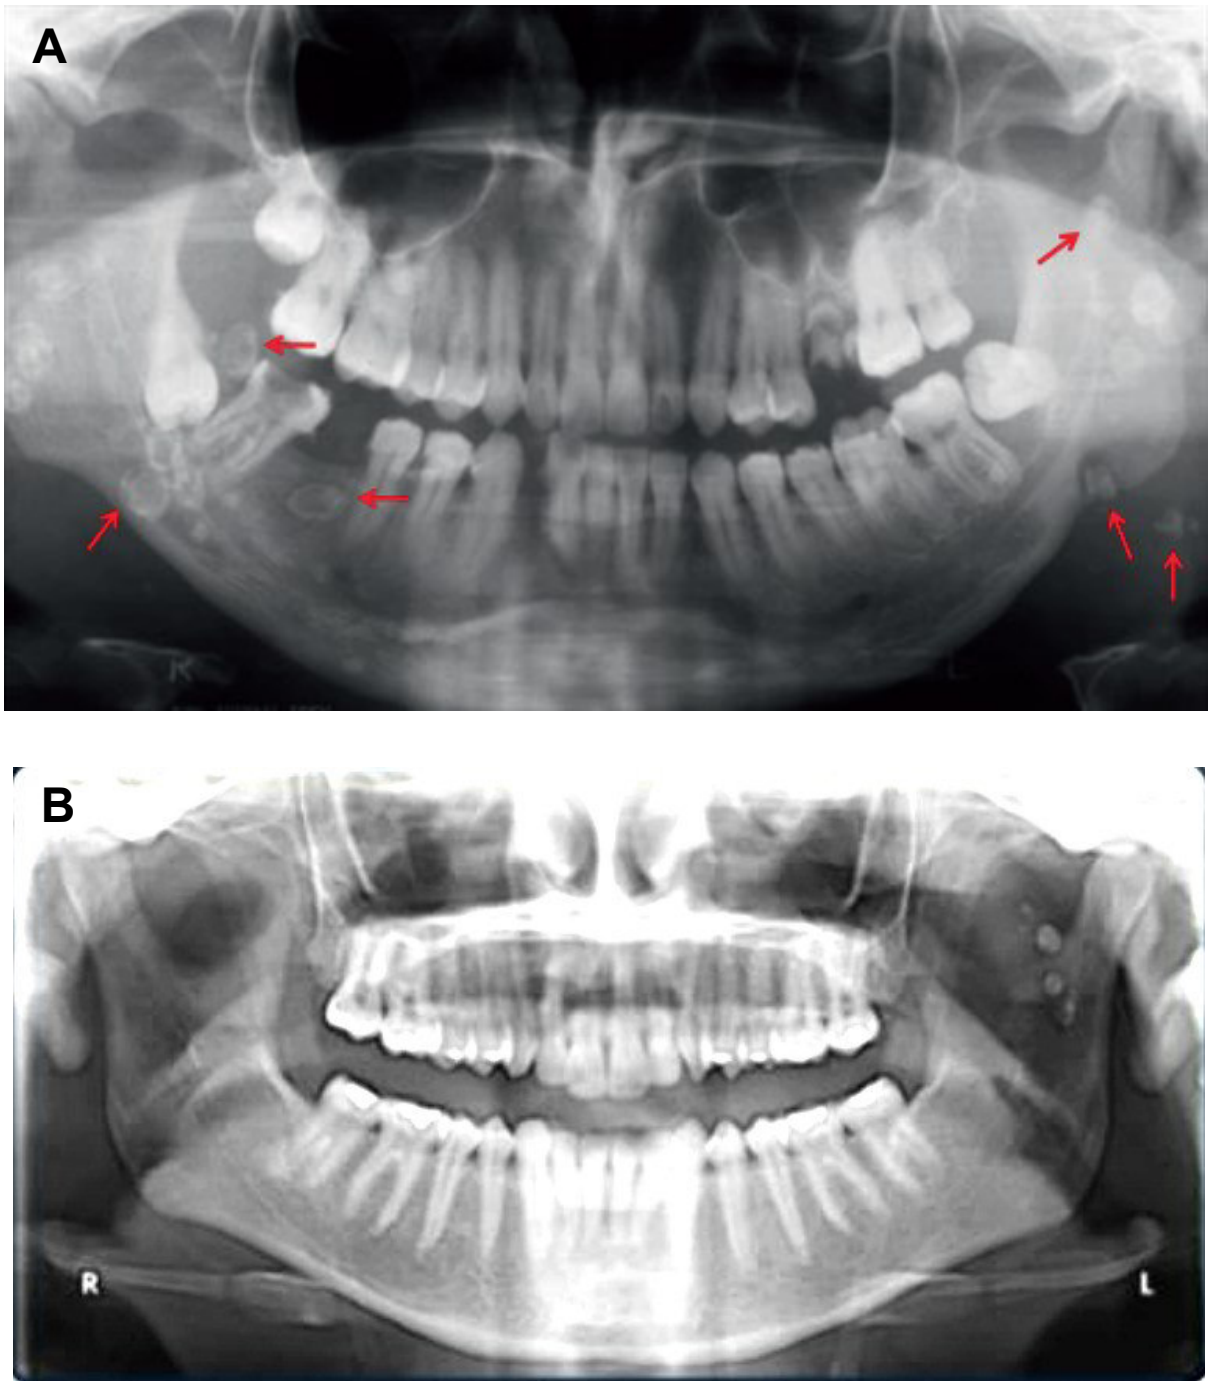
A, Flebolitos en proyectados en ambas ramas mandibulares. B, En la radiografía panorámica se observa múltiples imágenes radiopacas de forma redondeada, proyectadas sobre la rama mandibular y escotadura sigmoidea del lado izquierdo.
